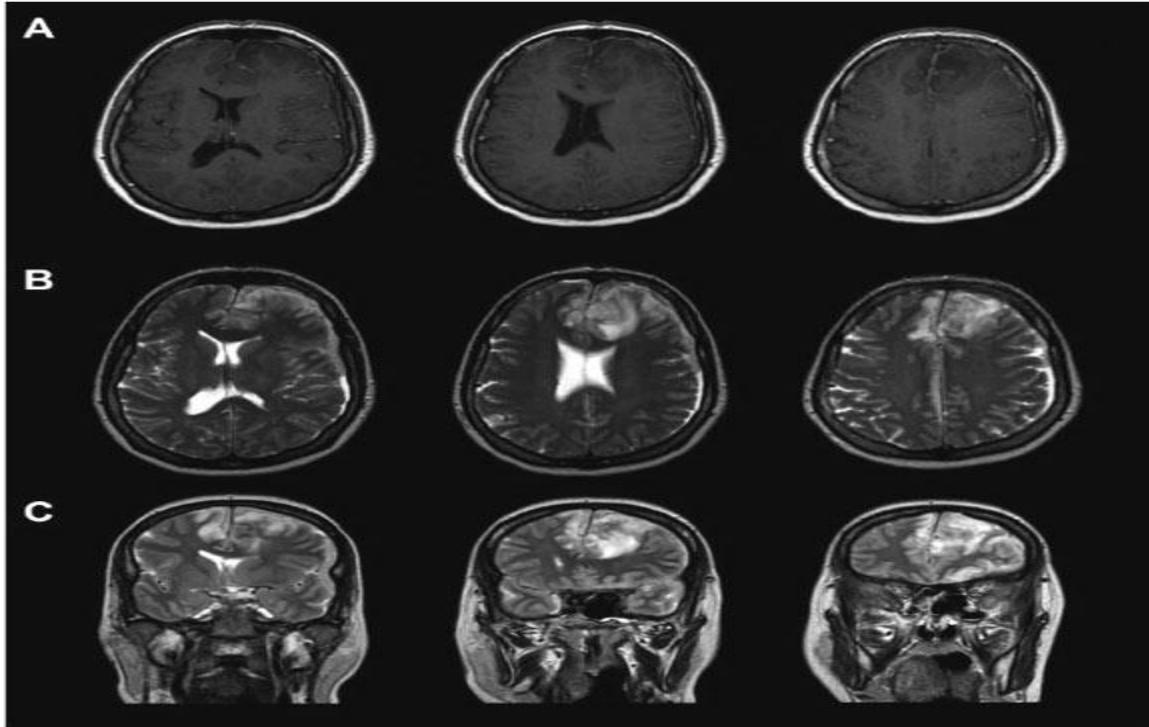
Estudio de resonancia magnética, perspectiva región bifrontal izquierda. (Matamala, et al, 2013,).
